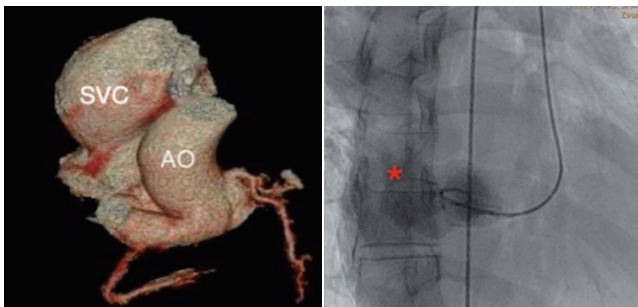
胸部血管三维 CT 成像示上腔静脉呈梭形瘤样膨大。AO: 主动脉; SVC: 上腔静脉
